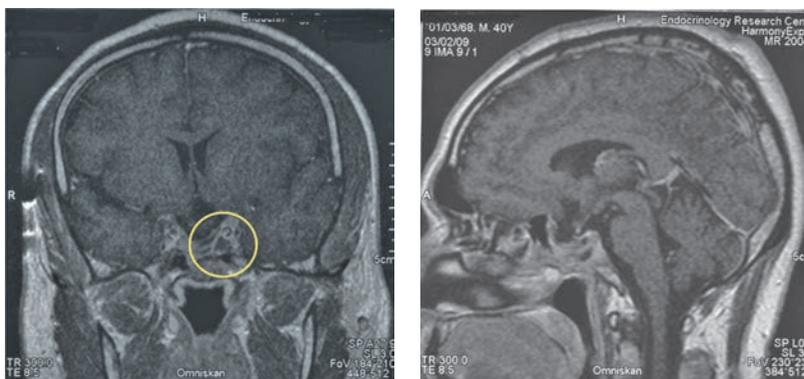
МРТ головного мозга после первой операции и гамма-терапии. а — визуализируется остаточная ткань опухоли (обведена желтым контуром); б — опухоль в задней черепной ямке отсутствует.
